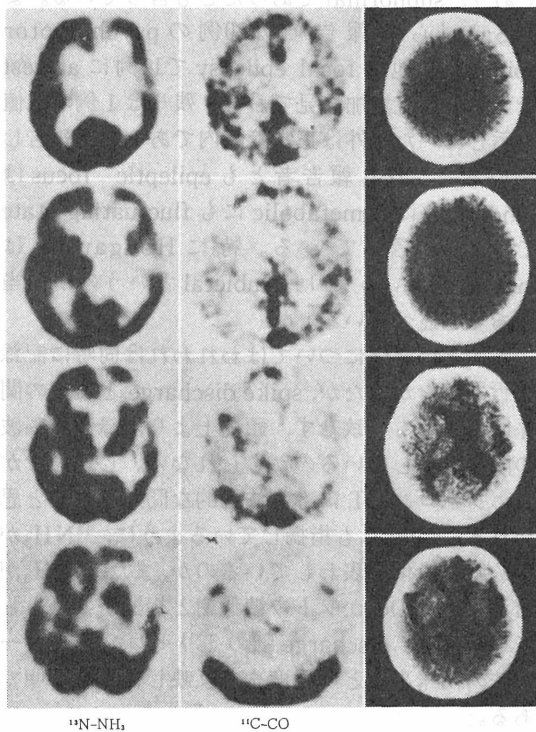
Positron CT and X-ray CT of case 1 (49y. male). Decreased uptake of $^{13}\text{NH}_3$ in right F-T-P area, especially medial surface of frontal lobe and the area along sylvian fissure. X-ray CT reveals marked atrophy of right hemisphere and high density area in right frontal lobe.
